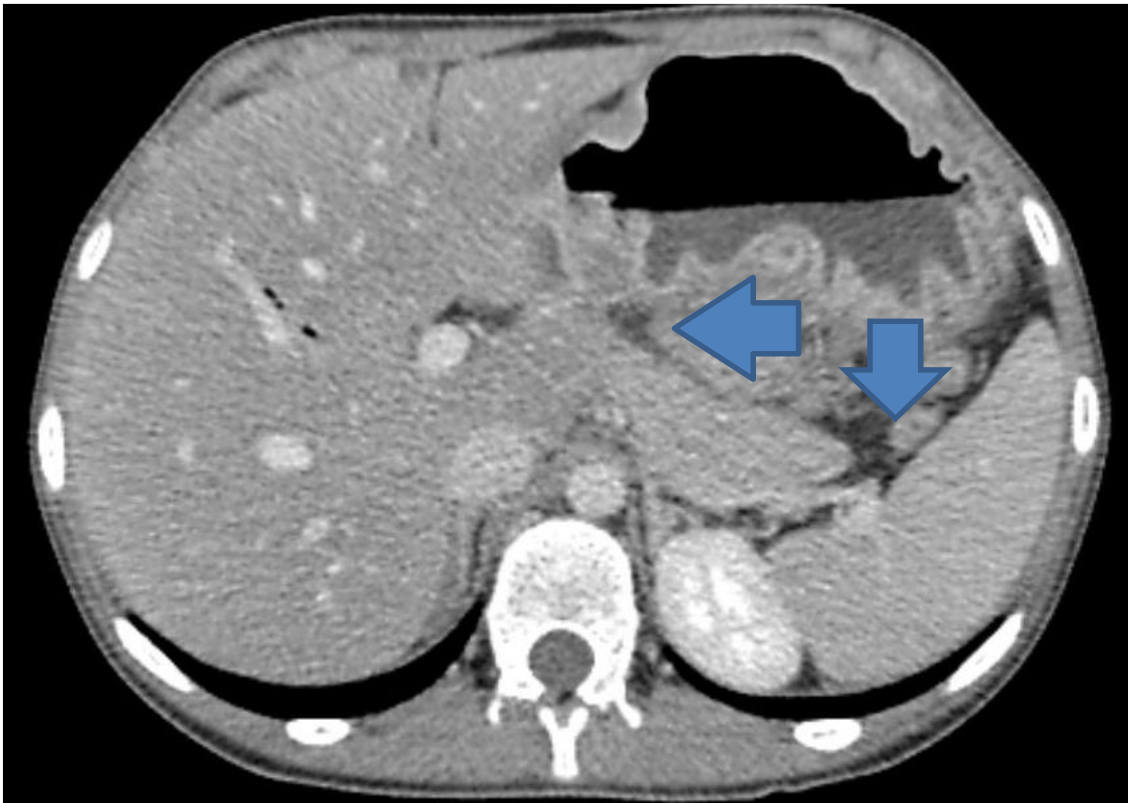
Corte da Tomografia Computadorizada de abdome evidenciando novamente ar nas vias biliares intra-hepáticas e distensão gástrica.
